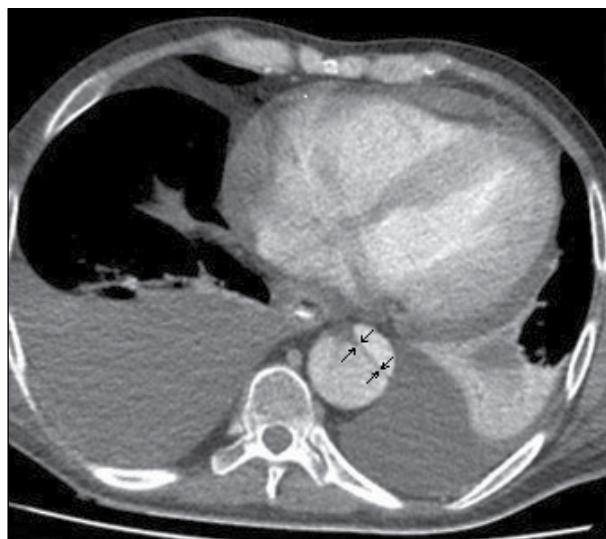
Double-lumen image in the thoracic aorta below the endovascular graft (CT angiography).
